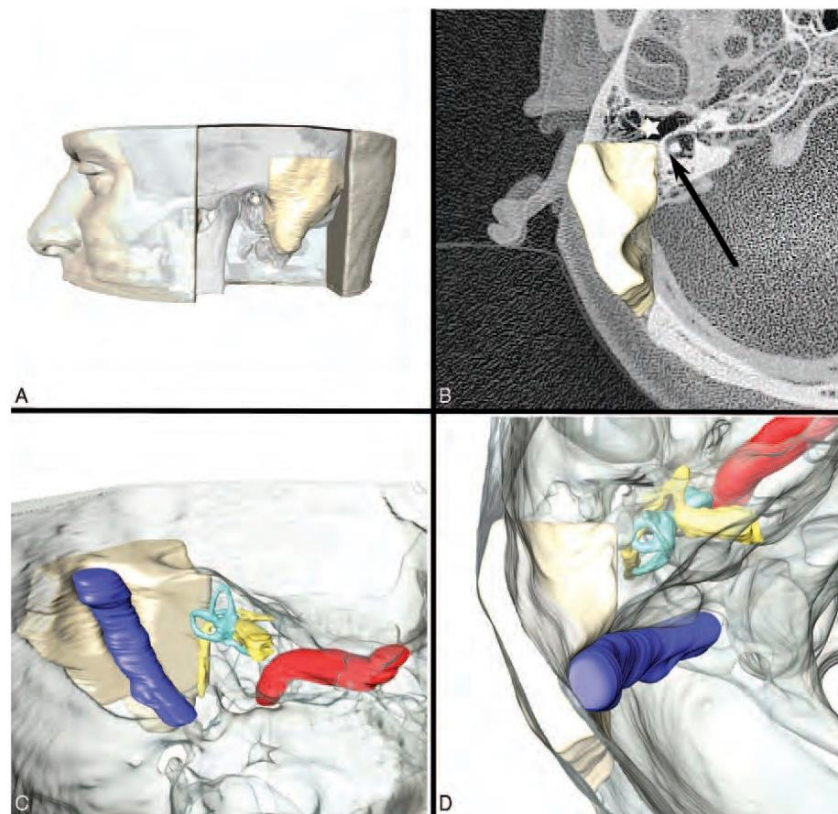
Steps taken to create a 3D-reconstruction of the ROI. *A*, An example of a left-hand side region of interest (ROI), marked in beige. *B*, Axial view of two overlaid CT slices of different heights; the *arrow* shows the lateral semicircular canal in the superior slice. *Denotes the external ear canal (EAC), which defines the anterior border plane in the inferior slice. *C/D*, Three-dimensional reconstruction of the anatomy. The sigmoid sinus (blue), facial nerve (yellow), inner ear with semicircular canals (turquoise), and middle cranial fossa, are excluded from the ROI. CT indicates computed tomography.
